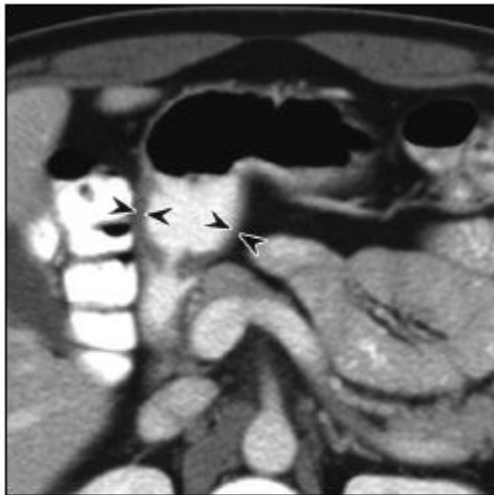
Contrast-enhanced axial multidetector CT (MDCT) image in 36-year-old man without gastric disease shows mild to moderate uniform concentric wall thickening involving well-distended gastric antrum (*arrowheads*). Pylorus and duodenal bulb are well depicted on this image. This appearance of gastric antrum was most common on MDCT.
